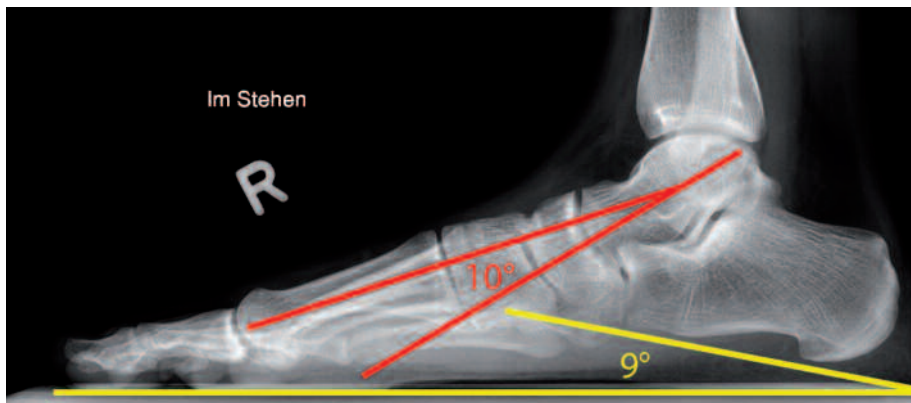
Röntgenbild eines Knick-Senkfußes:
